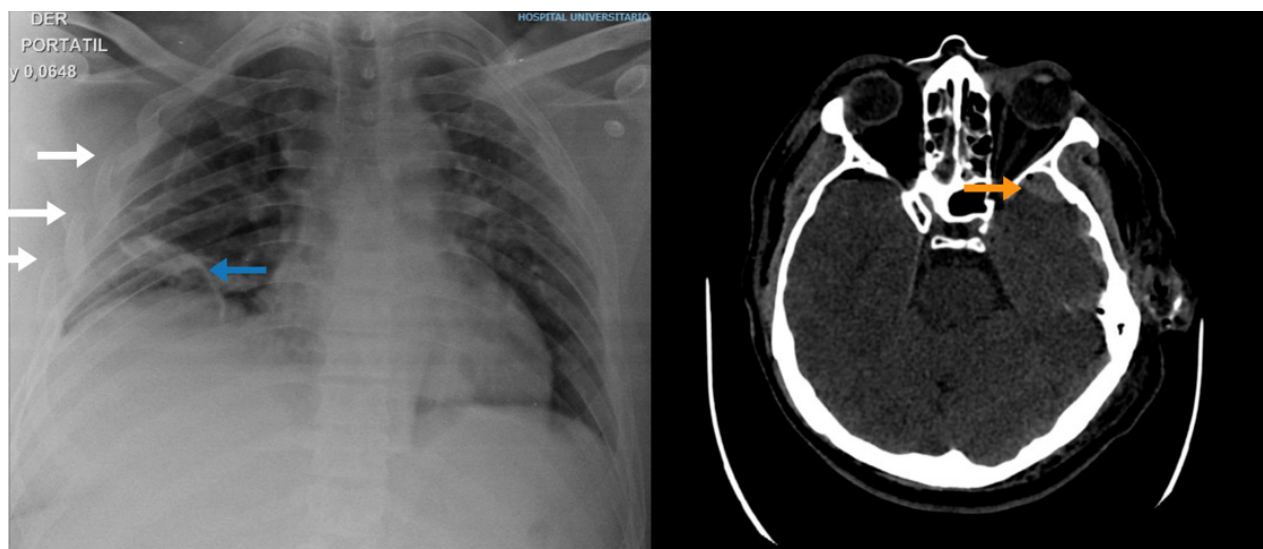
A) Radiografía de Tórax AP en donde se evidencia múltiples fracturas en arcos costales (flechas blancas) y contusión pulmonar derecha (flecha azul). B) Tomografía computarizada de cráneo simple con hematoma subdural (flecha naranja).
